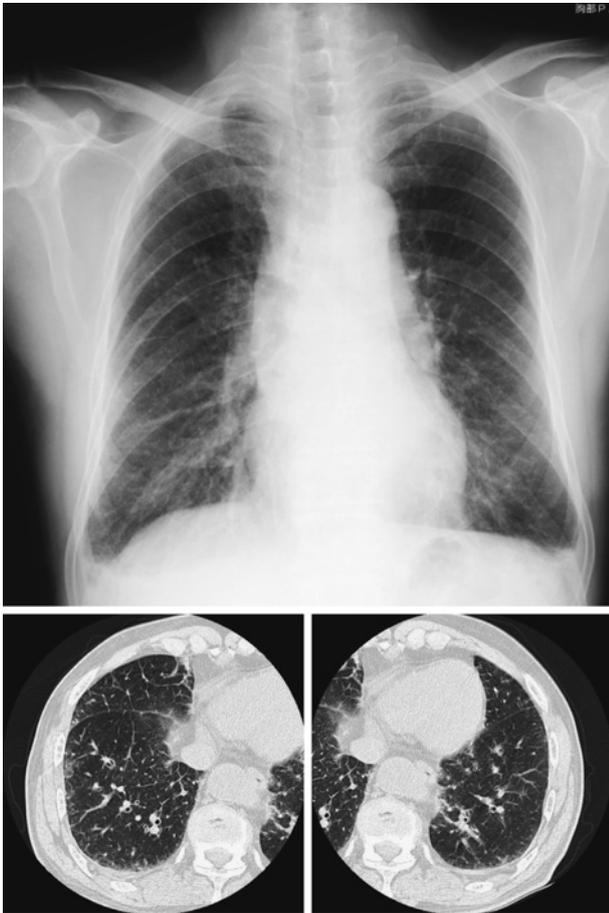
Bilateral pulmonary infiltration can be seen on a chest X-ray film. HRCT shows mainly peripheral patchy ground-glass opacities with some interlobular septal thickening.
